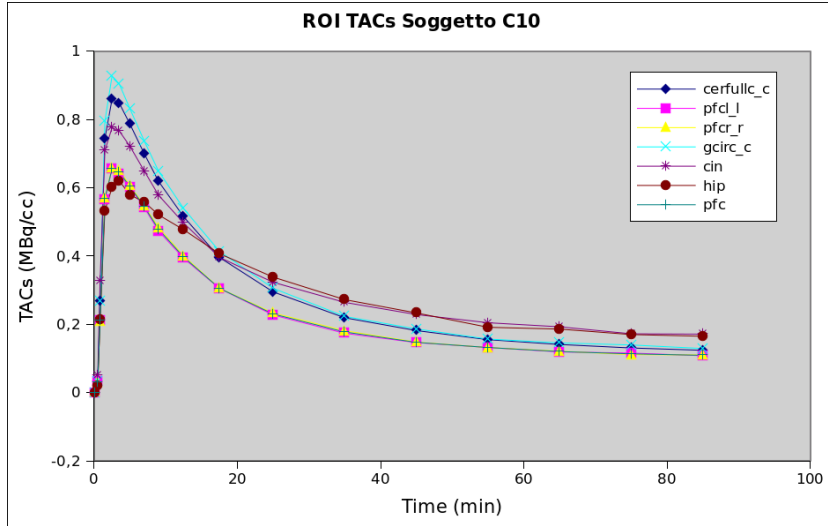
TAC nelle regioni, per un soggetto sano
